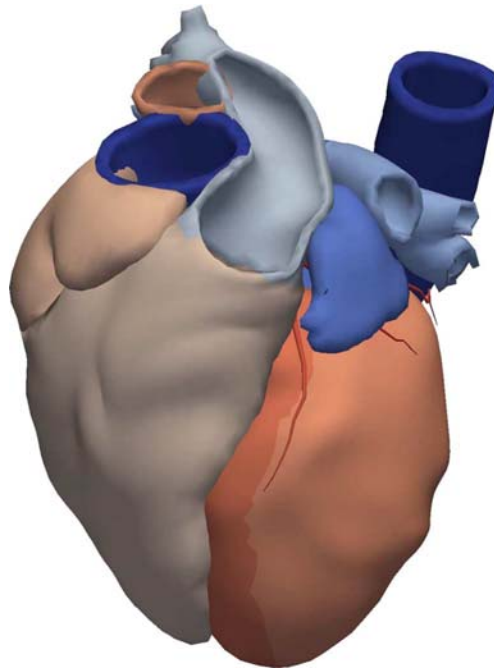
Mallas de superficie de un atlas cardíaco de corazón humano completo obtenido a partir de las imágenes de MS-CT *in-vivo* de alta resolución de 138 sujetos. A partir de este atlas se desarrolló también un *spatio-temporal statistical model of shapes* para segmentación cardíaca
